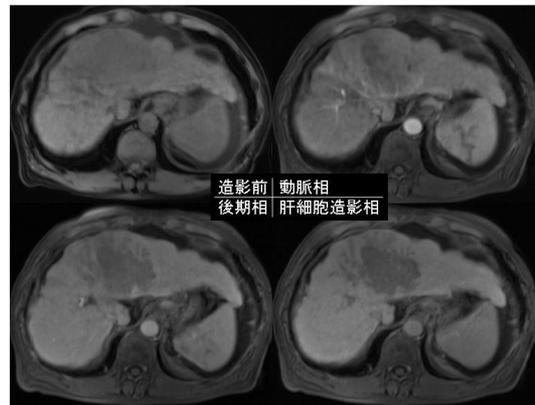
症例2 陽子線治療前のEOBプリモビスト造影MRI T1強調画像
